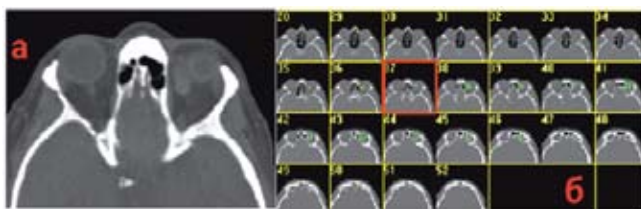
а — компьютерная томограмма орбит пациента с кавернозной гемангиомой левой орбиты; б — зеленым цветом выделены границы новообразования на всех срезах НТ
